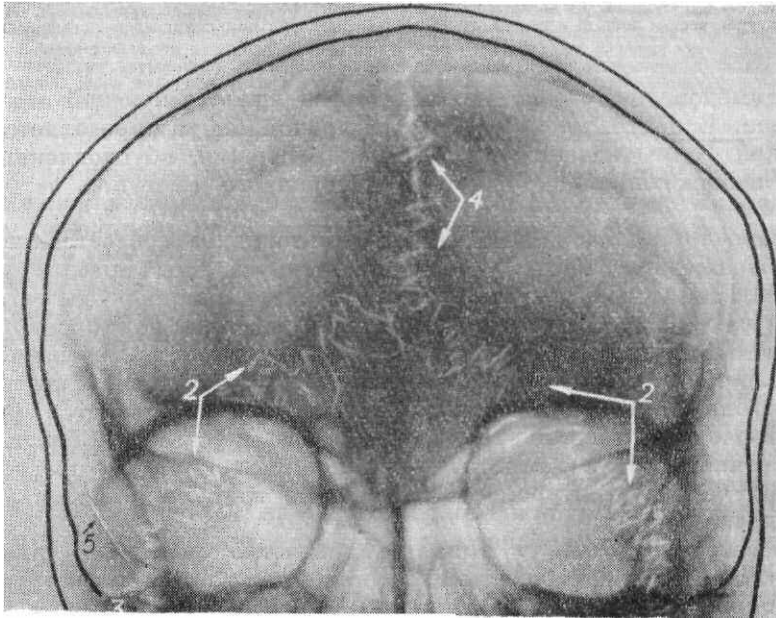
Рентгенограмма черепа в носо-подбородочной проекции. Швы крыши черепа: 2 — лямбдовидный 3 — теменно-сосцевидный 4 — стреловидный; 5 — клиновидно-чешуйчатый.
